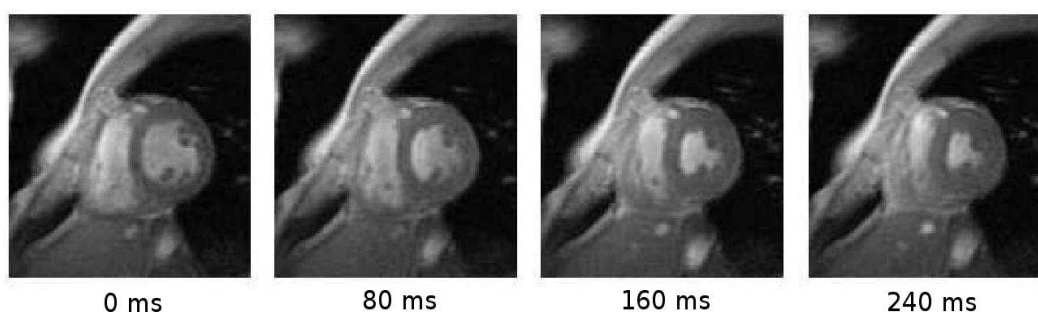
Ciné IRM petit axe (d'après [Petitjean, 2003])
